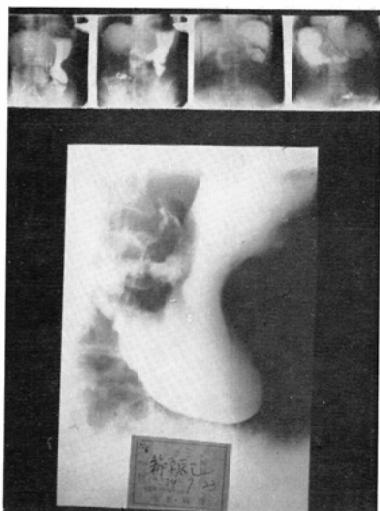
Case 19. niche deformity of angulus and antrum. (over. miniature, under. routine X-ray)
